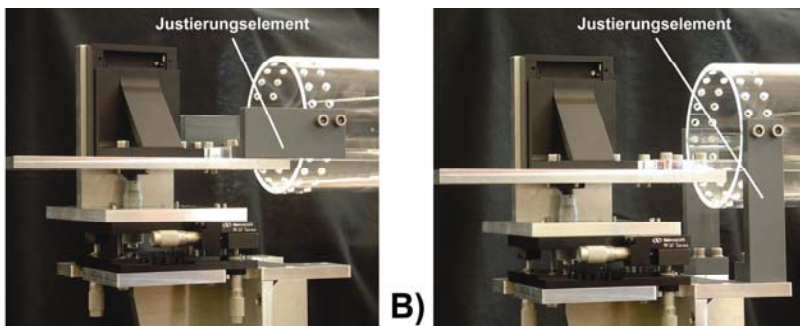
Durch die Justierungselemente der Plexiglasröhre können zwei verschiedenen Messprotokolle (Migrationsprotokolle) durch das Phantom-Modell für experimentelle Studien abgebildet werden. (A) ZRM-Messprotokoll: die Justierungselemente verbinden die innere Plexiglasröhre und die Translations-/Rotationseinheit. Es findet keine relative Bewegung zwischen der Plexiglasröhre (simulierter Knochen) bzw. -platte (die darauf befestigte Endoprothese) statt, da beide Baugruppen simultan durch die Translations-/Rotationseinheit bewegt werden. (B) RM-Messprotokoll: Die Justierungselemente verbinden die innere Plexiglasröhre und die Basis-Platte. Es wird eine Relativbewegung um die Distanz X zwischen innerer Plexiglasröhre, die jetzt nicht mehr bewegbar ist, und der auf der Plexiglasplatte fixierten Endoprothese ausgeführt.
